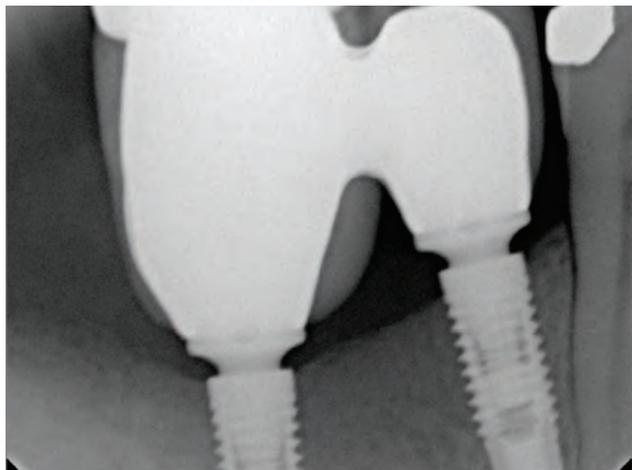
Radiografia final após a instalação das próteses em porcelanas dos implantes instalados na região dos dentes 45 e 46.
